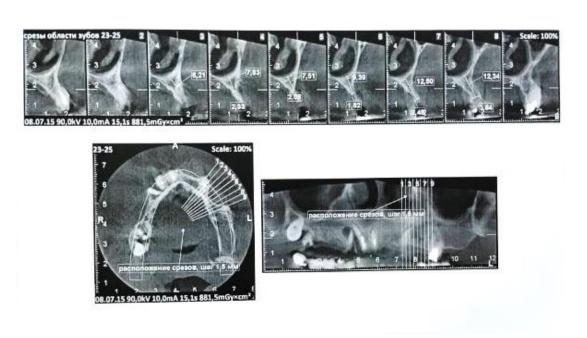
Результат томографического исследования.
